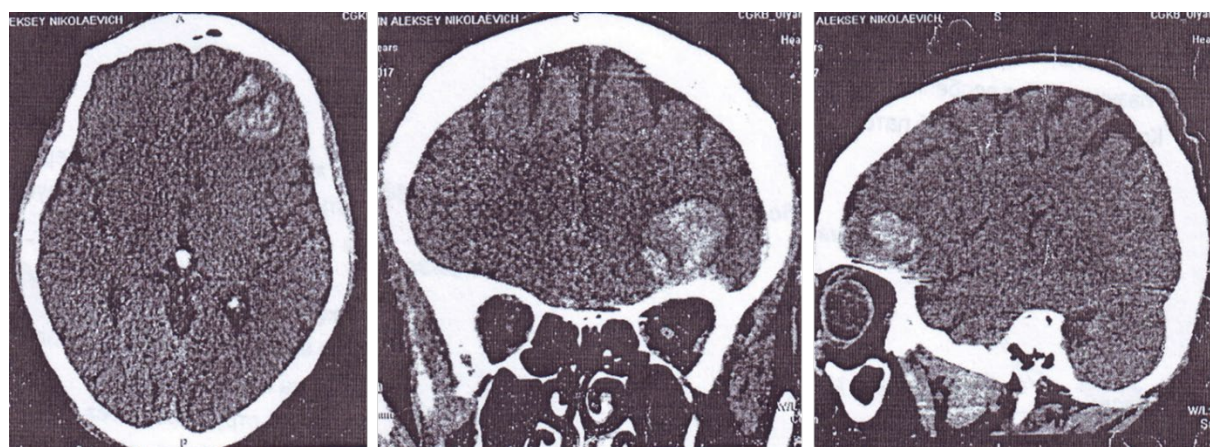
КТ головы от 25.09.2017
